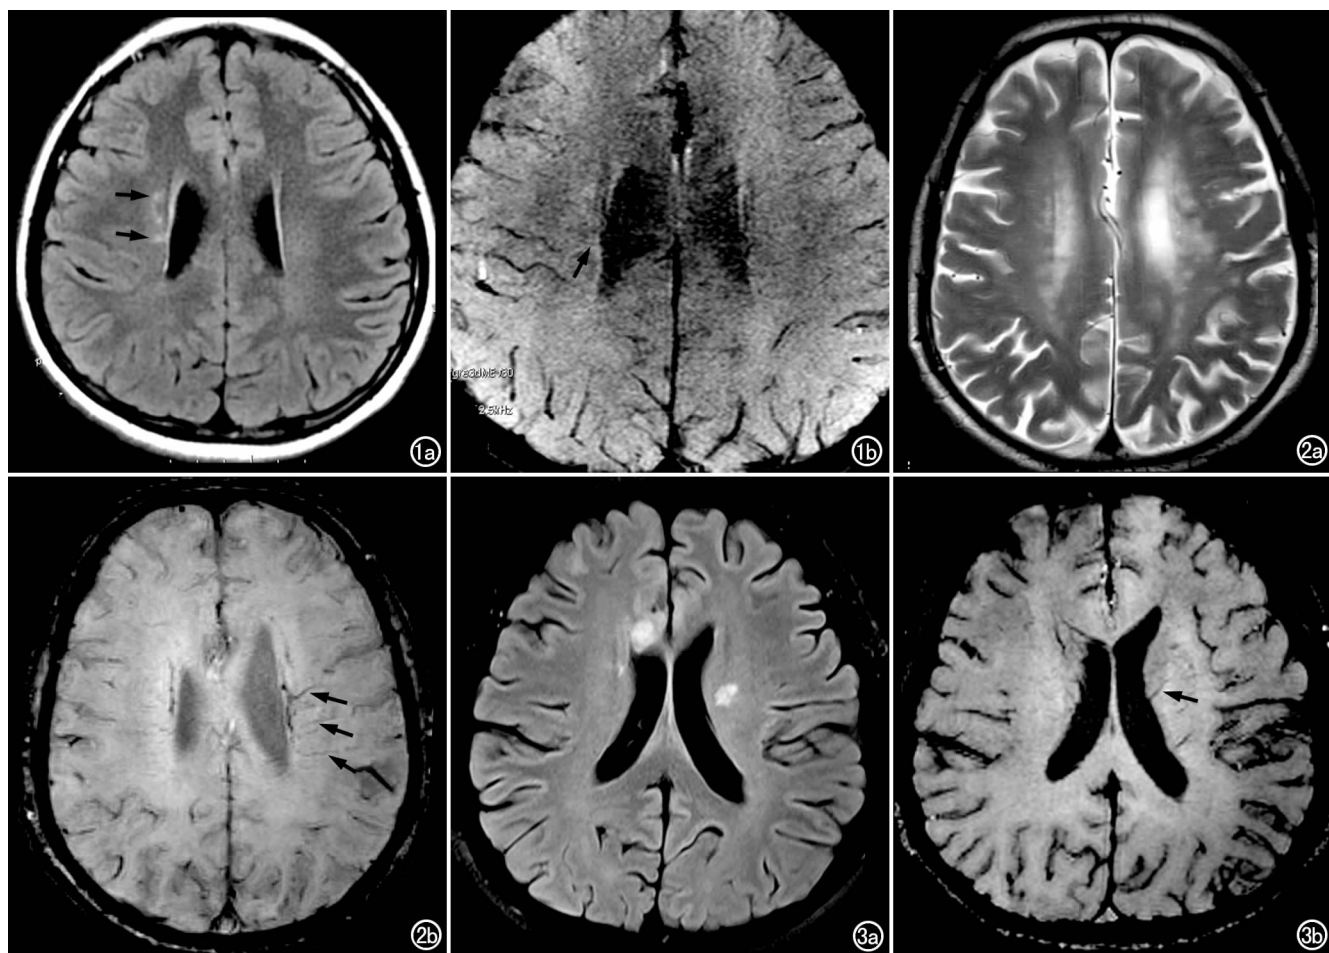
女, 17 岁, 确诊多发性硬化 2 个月。a) FLAIR 图显示右侧半卵圆中心斑片状高信号灶垂直于右侧脑室壁(箭); b) SWAN 图像清晰显示呈线样低信号的中心静脉穿过病灶中心(箭)。图 2 男, 58 岁, 高血压病史 10 年。a) FLAIR 图显示两侧半卵圆中心多发高信号脱髓鞘斑; b) SWAN 图像显示数支线样低信号中心静脉穿过病变中心或周边(箭)。图 3 女, 30 岁, 确诊 MS 1 年、复发 1 个月。a) FLAIR 像显示左侧半卵圆中心及右侧脑室额角旁类圆形斑片状高信号; b) SWAN 图像显示左侧半卵圆中心病灶内可见线样低信号中心静脉穿过(箭), 右侧额角旁病变区未见明显中心静脉扩张。
